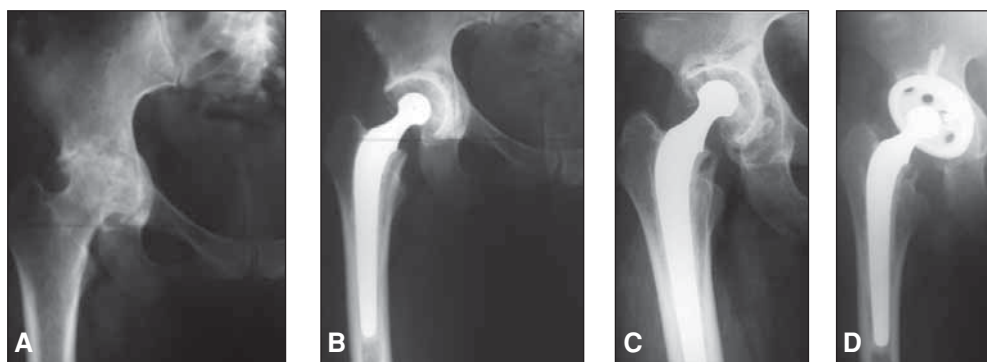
A. Radiografía de ambas caderas de frente (paciente de 31 años) donde se observa la afección de la cadera derecha y la protrusión acetabular. B. Radiografía posoperatoria. Reemplazo cementado con injerto óseo en el acetábulo.
